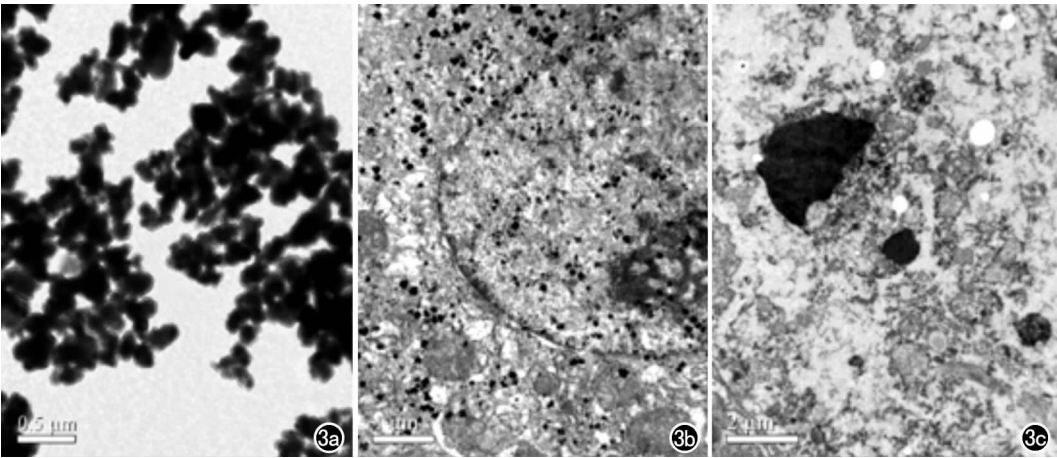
a) 超声分散 10min 后透射电镜示 nHAP 微粒; b) 经动脉灌注 nHAP 30min 后, 透射电镜示兔肝 VX2 肿瘤细胞内见 nHAP 沉积于胞浆和核; c) 透射电镜示兔肝 VX2 肿瘤细胞坏死, 见核碎裂。
